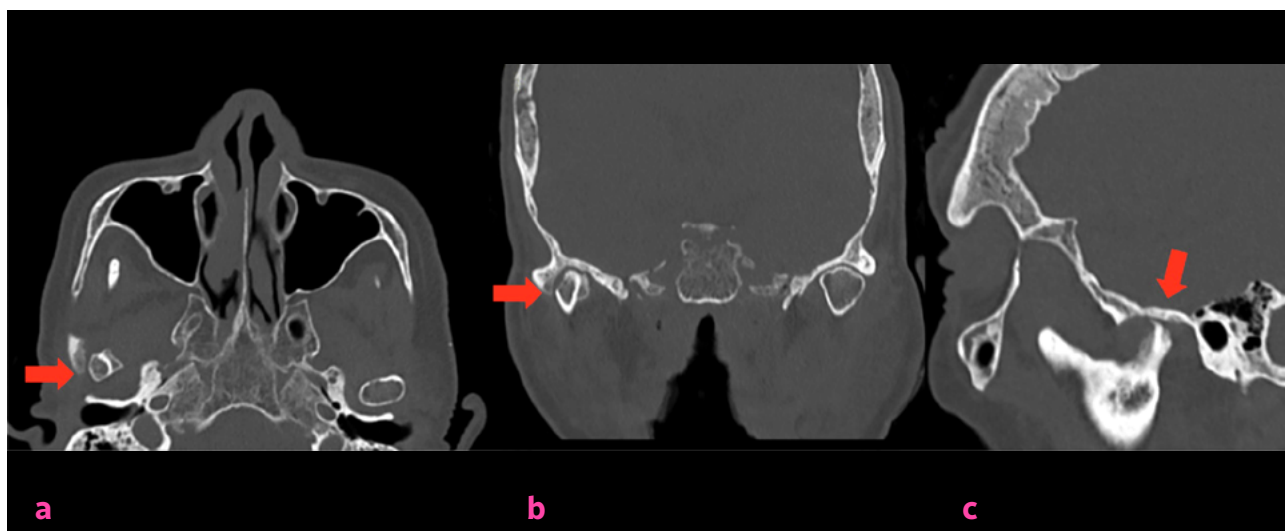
TC de corte axial (a) coronal (b) y sagital (c). Nueve meses post artroscopia. Se evidencia aplanamiento condilar residual, esclerosis ósea y reducción del espacio articular. Sin evidencia de nuevos focos osteolíticos.
